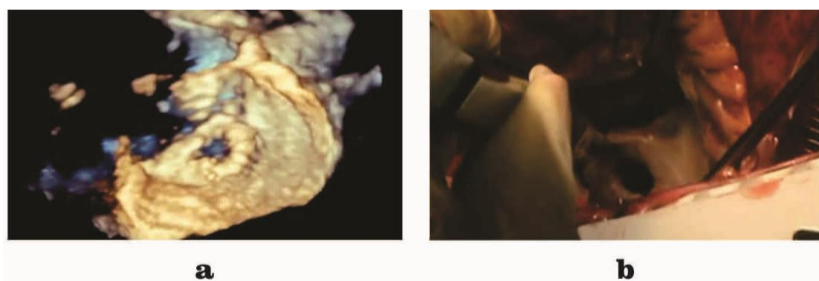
Ecocardiograma transesofágico 3D mostrando perforación (a) que correlaciona con hallazgos quirúrgicos (b).
